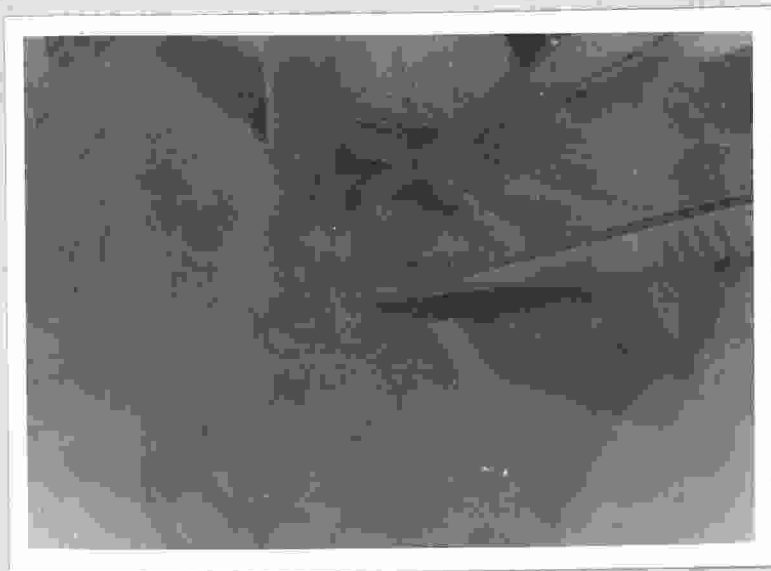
OTROS ASPECTOS DE LA INTERVENCION.
